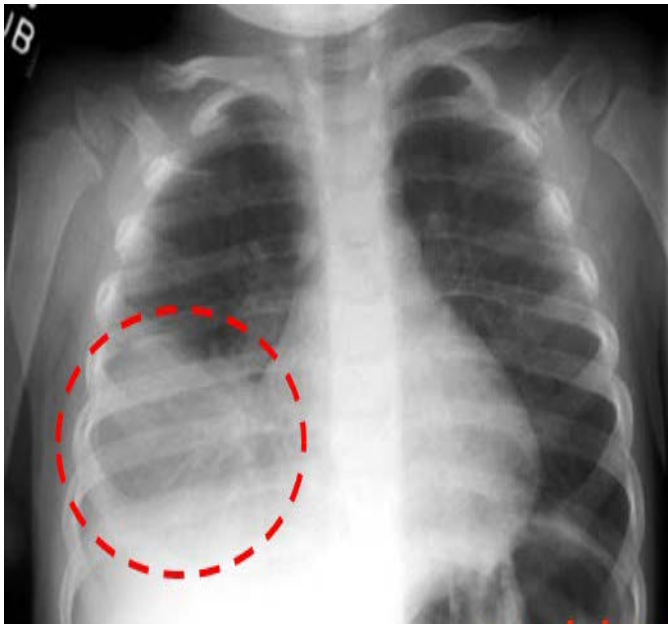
Рентгенограма при пневмонії мікоплазменої етіології
